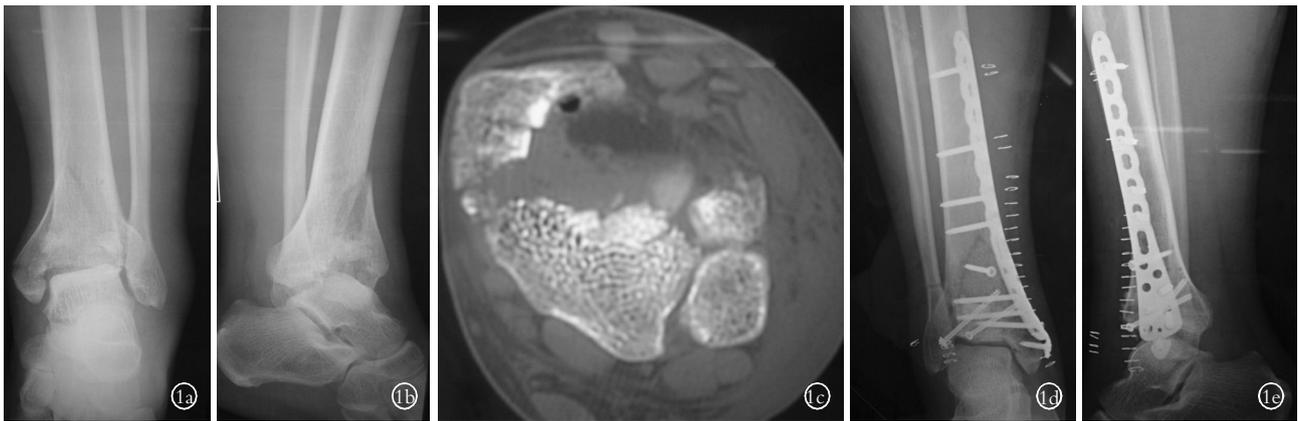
男,40 岁,Pilon III 型骨折 1a. 术前正位 X 线片 1b. 术前侧位 X 线片 1c. 术前 CT 片示胫骨远端骨缺损 1d. 术后 1 个月正位 X 线片 1e. 术后 1 个月侧位 X 线片
